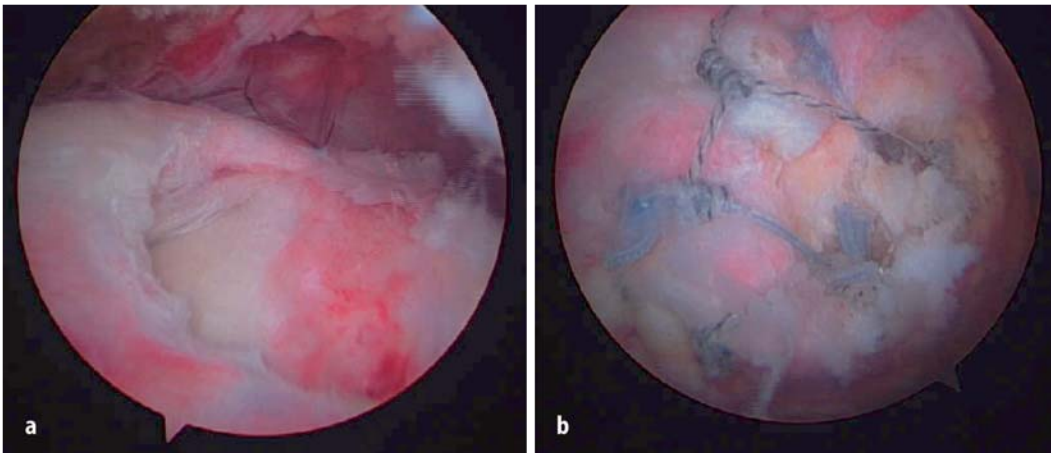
◀ a Komplette Supraspinatusruptur, b arthroskopische anatomische RM-Rekonstruktion in der „Double-row-Technik“
